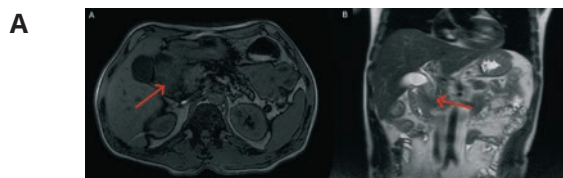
КТ черевної порожнини.
